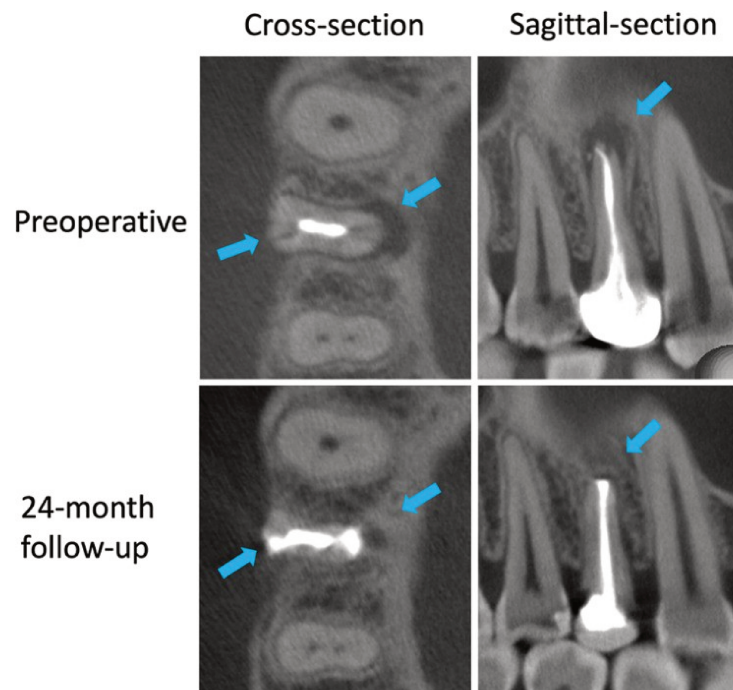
Radiographies d'une fracture radiculaire verticale partielle traitée par réimplantation intentionnelle [65]
